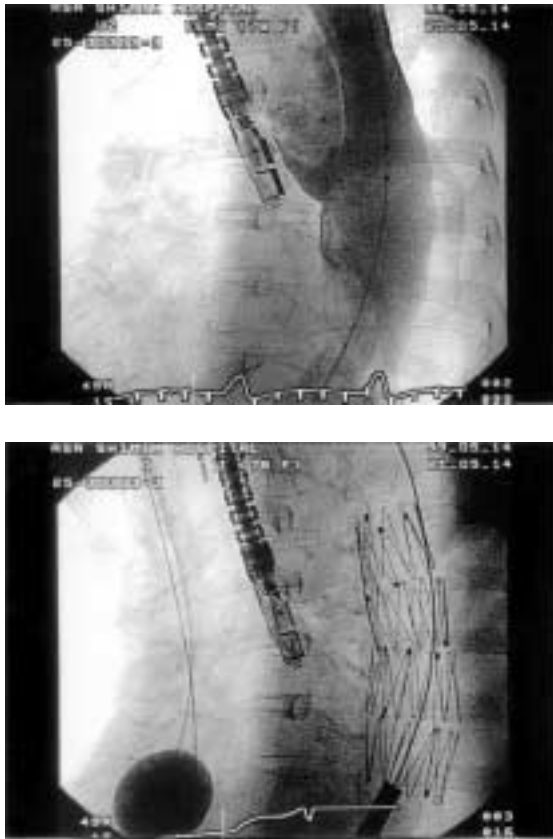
X-ray pictures during operation
